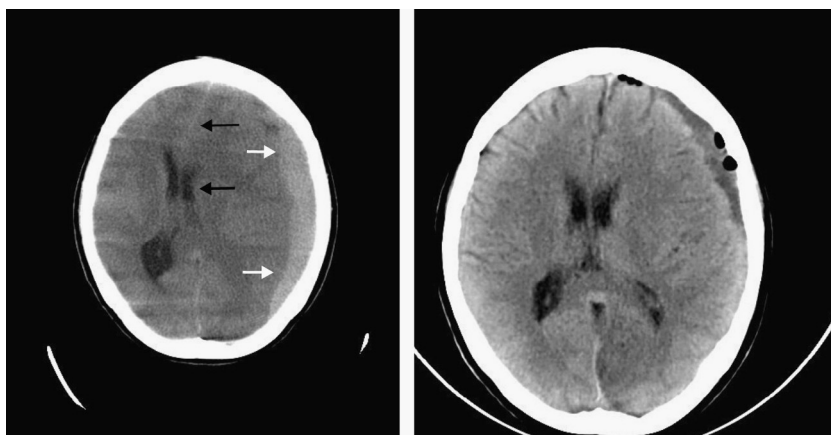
TAC. Izquierda: fase aguda donde se observa el hematoma subdural (flechas blancas) y el desplazamiento de la línea media (flechas negras). Derecha: hematoma intervenido.
